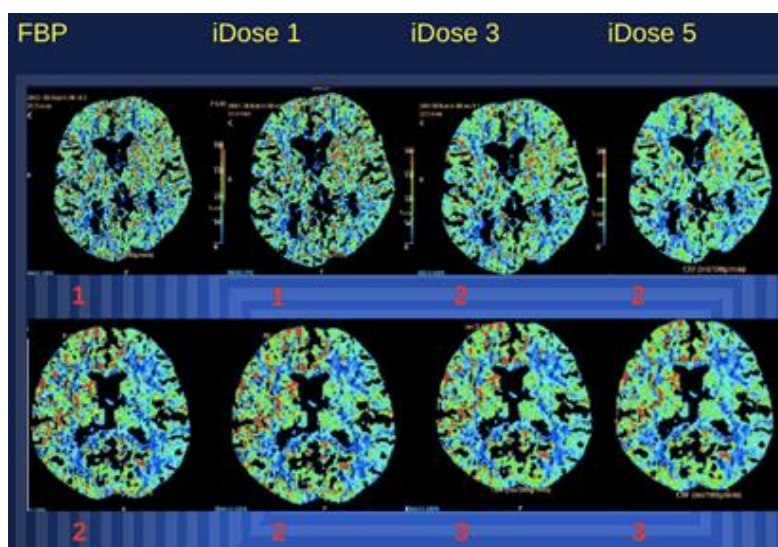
Цветовые карты перфузии по показателям СBF, последовательно полученные при использовании реконструкций шумоподавления разных уровней у двух пациентов третьей группы (80кВ-50мАс)
